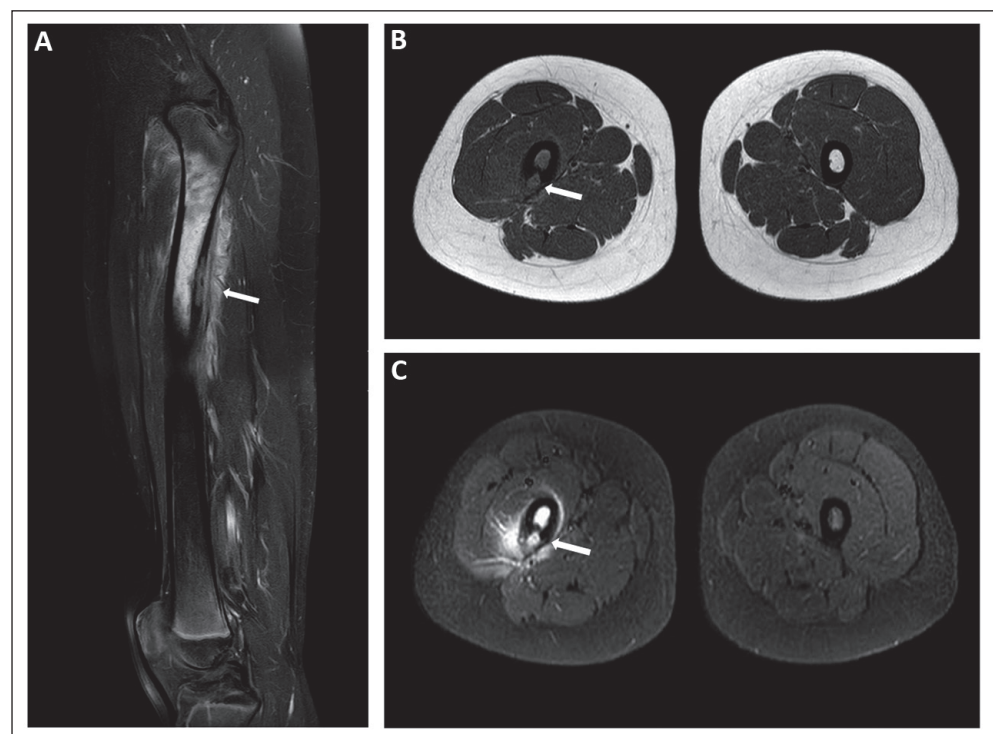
RM de fémur derecho. A) Corte sagital STIR; B) Corte axial T1; C) Corte axial T1 con Gadolinio. En la cortical posterolateral del tercio proximal del fémur se observa una lesión intracortical (Flecha blanca) compatible con absceso de Brodie. Destaca el extenso edema óseo medular, periostal y músculos vecinos.
